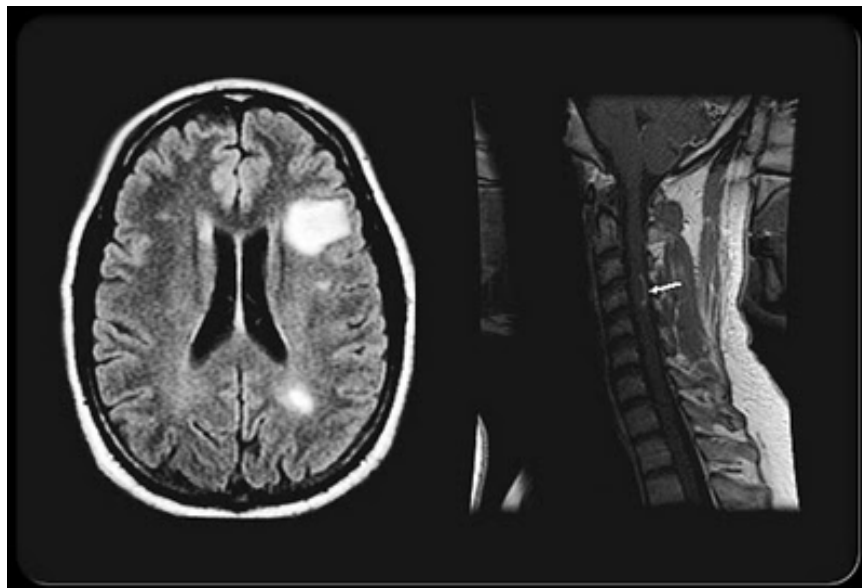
MRT-Aufnahmen von Patienten
